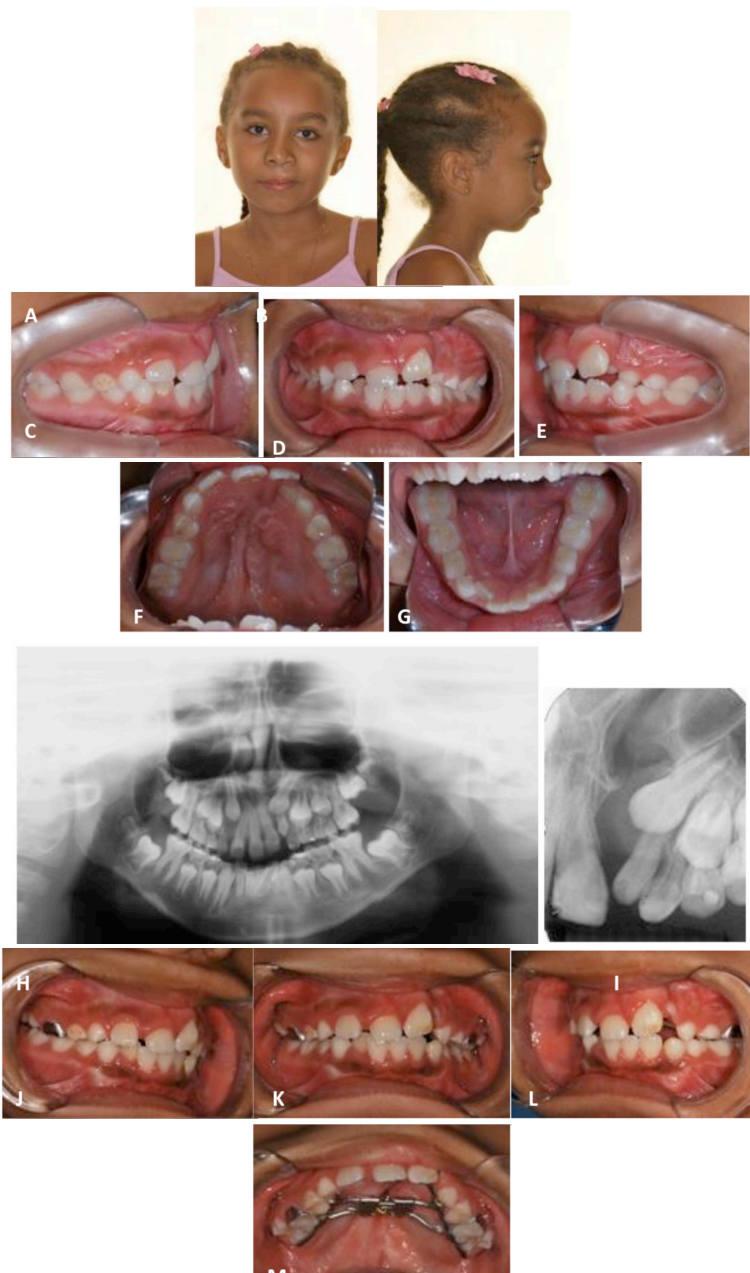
A paciente ilustrada na figura 7, agora encontra-se na dentadura mista (A a G). As radiografias panorâmica e periapical evidenciam a agenesia do incisivo lateral permanente por mesial da fissura, a presença do incisivo lateral permanente por distal da fissura, e o germe do canino permanente em processo irruptivo (H e I). Notar que a angulação do 23 mostrava-se mais acentuada que a angulação do longo eixo de seu contralateral, com sobreposição da imagem o germe do canino com a raiz do incisivo lateral distal à fissura. A intervenção ortodôntica pré-enxerto ósseo consistiu na expansão rápida da maxila visando alinhar os segmentos maxilares (J a M).
